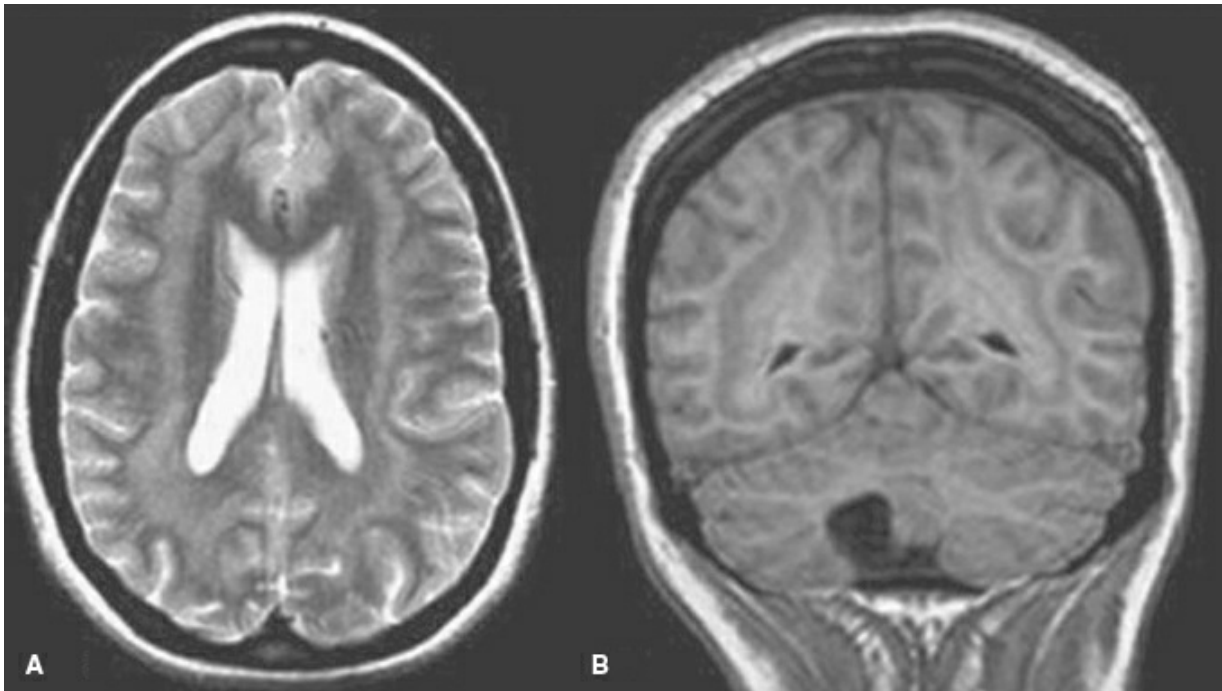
A. Corte axial de resonancia magnética nuclear (RMN) ponderada en T2. B. Corte coronal de RMN ponderada en T1 (cortesía de Dr. Ajay Gupta y Dra. Joanna Fong).
